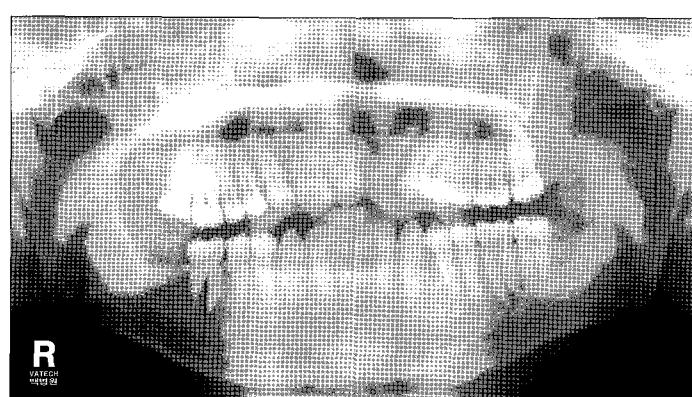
Postoperative orthopantomography of 1st case(11 months later).
